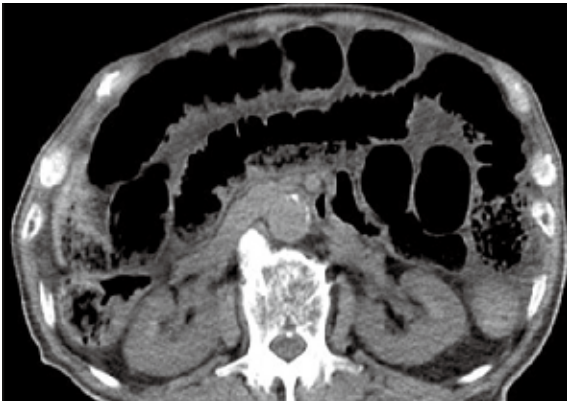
腹部単純CT画像。小腸の拡張が認められる。
